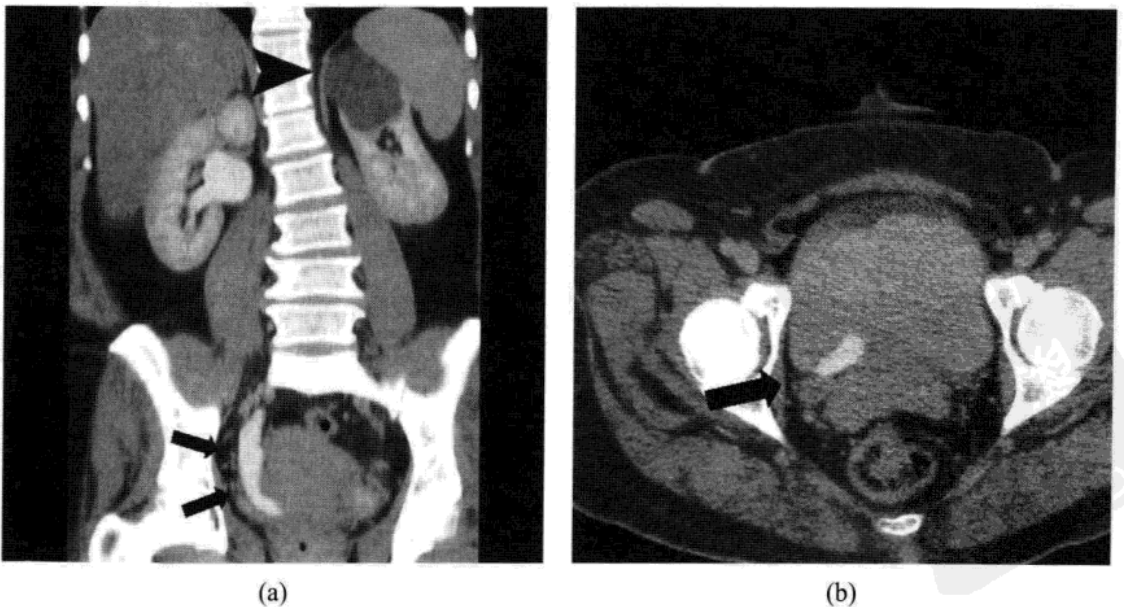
输尿管囊肿。女性，44 岁，B 超发现左肾上极复杂囊肿，后行 CT 检查偶然发现右侧输尿管囊肿。右输尿管下端囊肿(箭标)，左肾上极囊肿(箭头)。图 10.4a 冠状位，图 10.4b 横断位。
